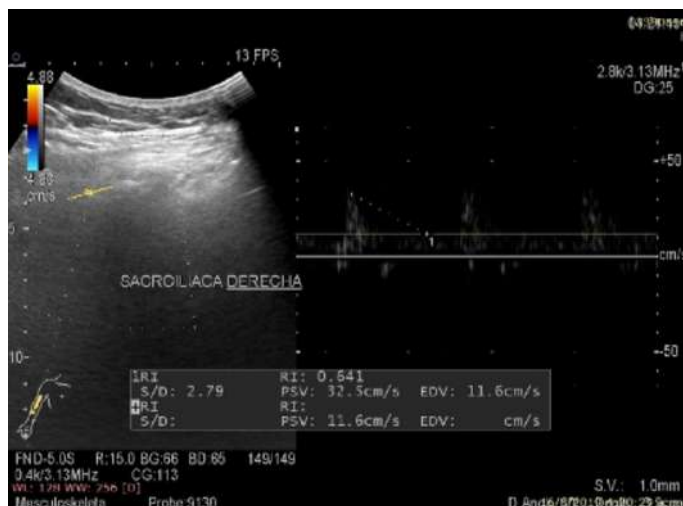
US Doppler color y modo espectral de la evaluación de la ASI derecha. Servicio de Imagen IAHULA
